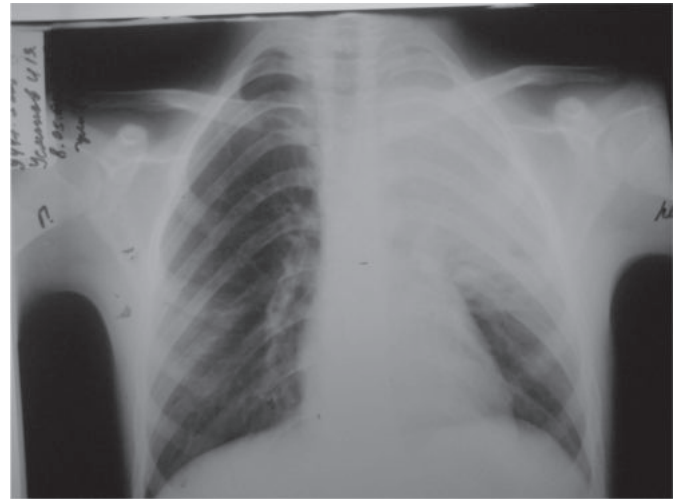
Рентгенограмма больного У. на 4-е сутки пребывания в стационаре.
